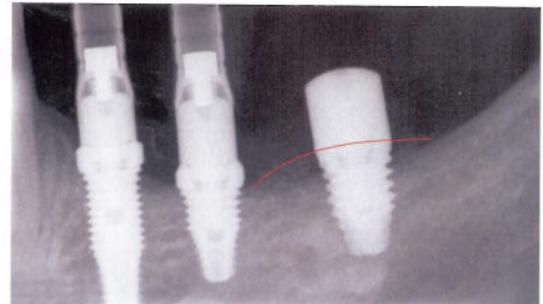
Dieses Röntgenbild zeigt das Knochenniveau am Tag der zweiten Operation. Die Knochenstabilität der beiden vorderen Implantate, die sofort belastet wurden, ist offensichtlich. Die Mineralisierung des neuen Knochens im Bereich der Implantate ist auf dem Röntgenbild nach 8 bis 10 Monaten deutlicher zu erkennen.
